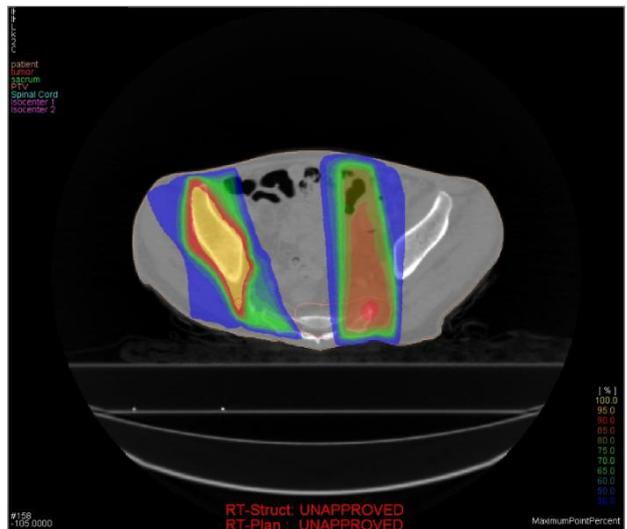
2 回の線量分布と CT 画像の融合結果
